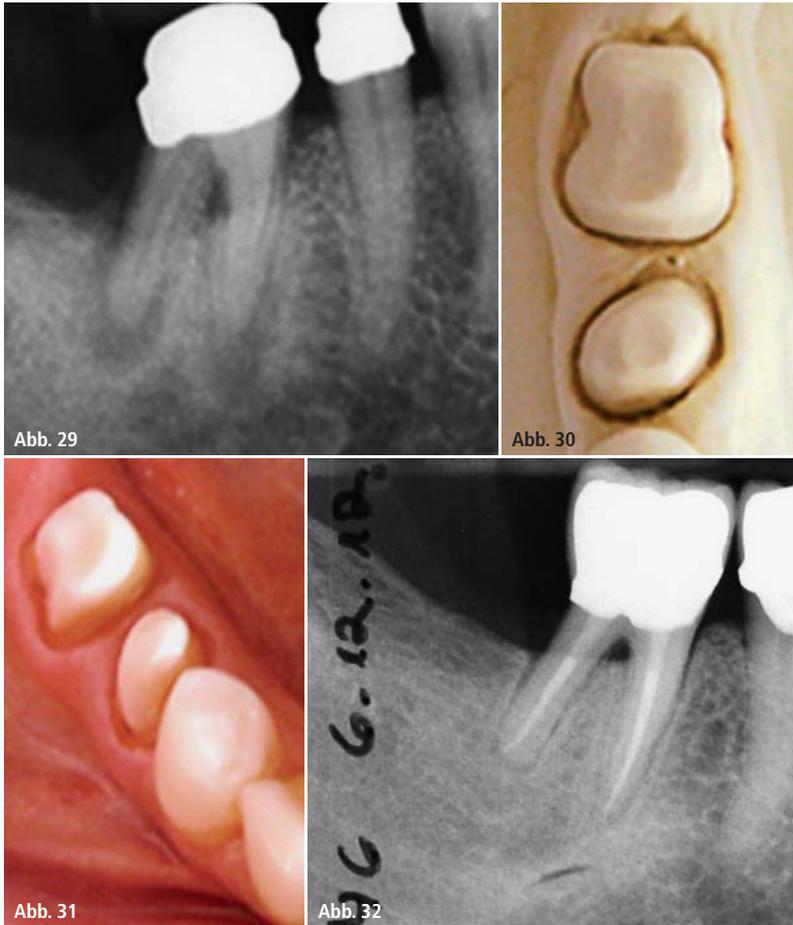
Apikale Parodontitis Zahn 46 wegen totaler Pulpanekrose, Single-visit-Behandlung Januar 2010, vollkeramische Krone eingegliedert im Juli 2010, Röntgenkontrolle nach knapp drei Jahren: Verbesserung von PAI-Score 5 auf 2 (oder 1?).
